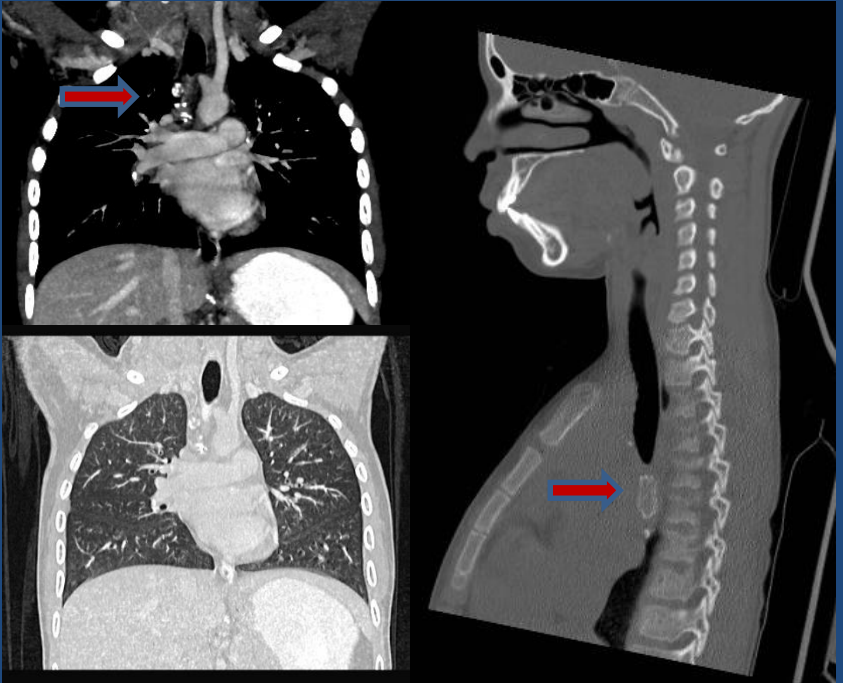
3 a. inmunosuprimido crónico .TC de tórax coronal y sagital: con adenopatía subcarinal calcificada.
